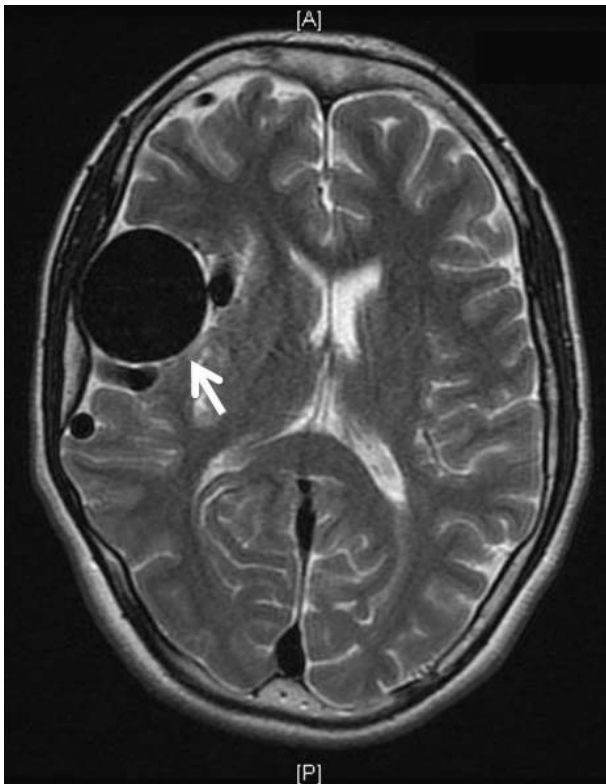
T2-weighted MR image showing a large signal void in the right Sylvian fissure, which corresponds to a varix (arrow).
